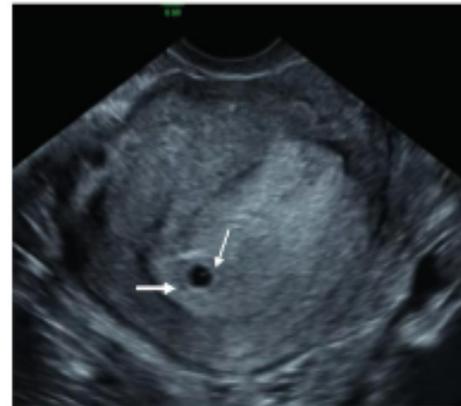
Gestación de 4 semanas y 6 días posmenstruales. Ecografía transvaginal en la que puede apreciarse una vesícula gestacional y el signo del «doble anillo». El anillo interno corresponde a la decida capsular [flecha] mientras que el anillo externo corresponde a la decida parietal [punta de flecha].
